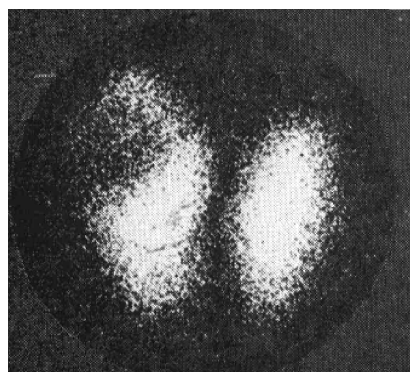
Тиреосцинтиграмма больного Р. с раком щитовидной железы
